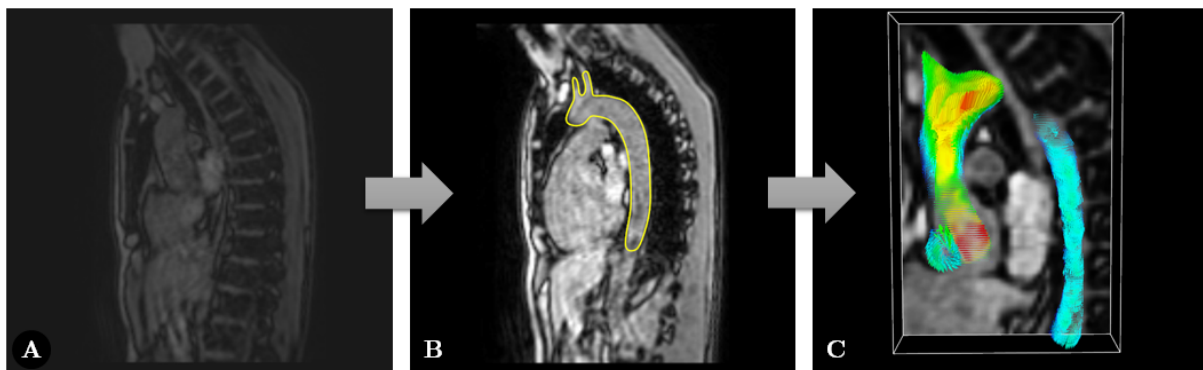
Méthode de post-traitement des données issues de l'IRM 4D (A) Données brutes (B) Segmentation du volume d'intérêt sur toutes les coupes à toutes les phases du cycle (C) Génération des champs de vitesse dans le volume d'intérêt.
